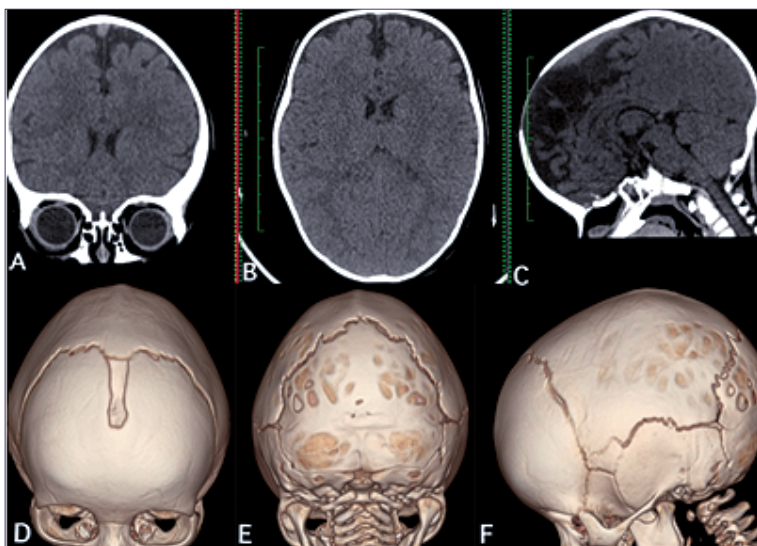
Lactante femenino de tres meses. A,B,C: Tomografía Computarizada en una ventana cerebral estándar en diferentes planos donde se visualiza cráneo con un aspecto alargado y estrecho en sus ejes fronto-occipital y biparietal, con disminución en la visualización de las circunvoluciones; D,E,F: Escafocefalia con HIC, imágenes tomadas con Tomografía Computarizada con reconstrucción 3D; D: Cráneo desde una vista antero-superior en la cual se observa la sutura sagital estenosada; E: Cráneo observado desde una vista posterior con "craneolacunia" producida por la presión ejercida por la HIC, esta compromete las circunvoluciones de la corteza cerebral sobre la tabla interna, resultando en huellas de morfología redondeada que afectan a los huesos parietal y occipital; F: Vista lateral, donde el aumento del diámetro fronto-occipital es evidente.
